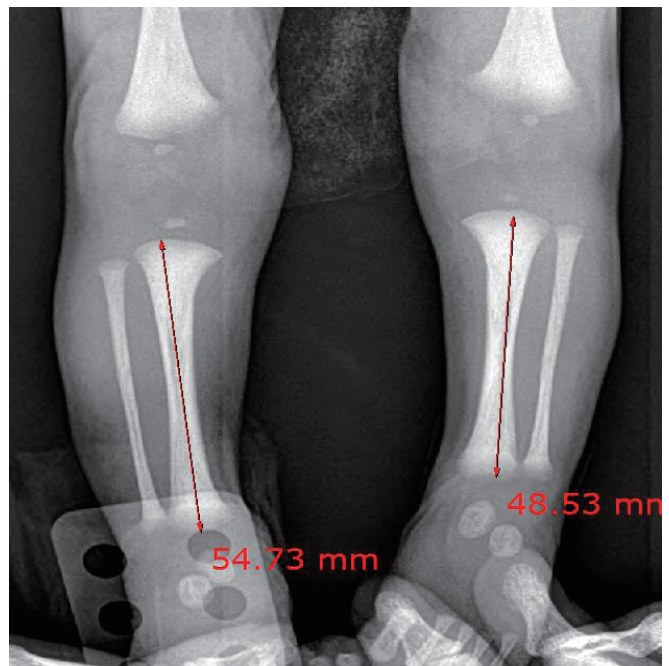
Both tibia length discrepancy was shown on both lower leg X-ray.
